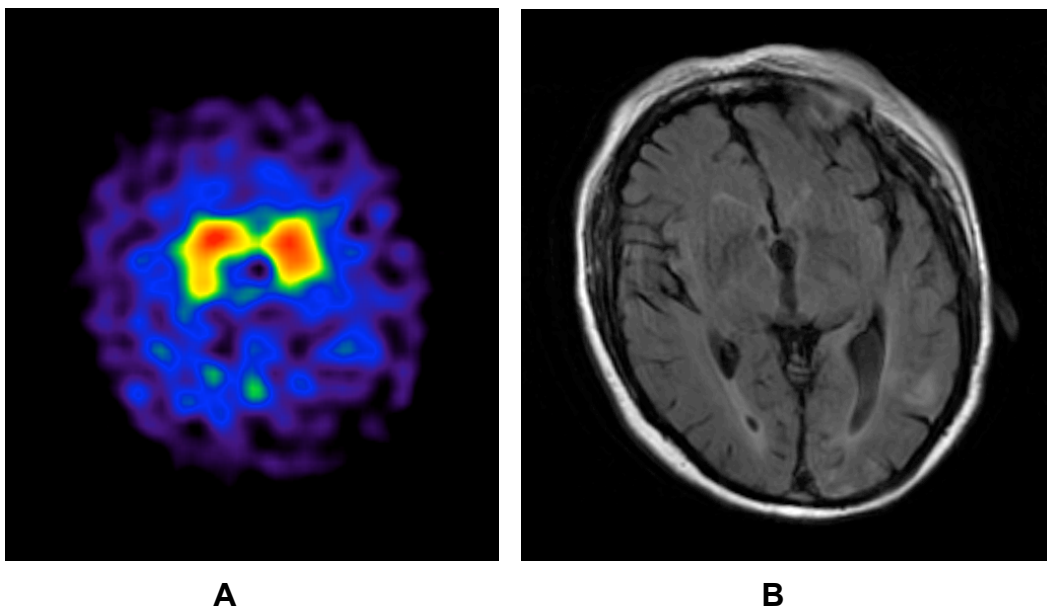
Eine 71-jährige Patientin (Pat. 22) mit beidseitigem Tremor, Gangstörung und Rigor seit etwa einem Jahr. Die ^{123}I -FP-CIT-SPECT (A) zeigt eine verminderte DAT-Dichte in beiden Putamina. Unauffälliger Befund der cMRT (B).
